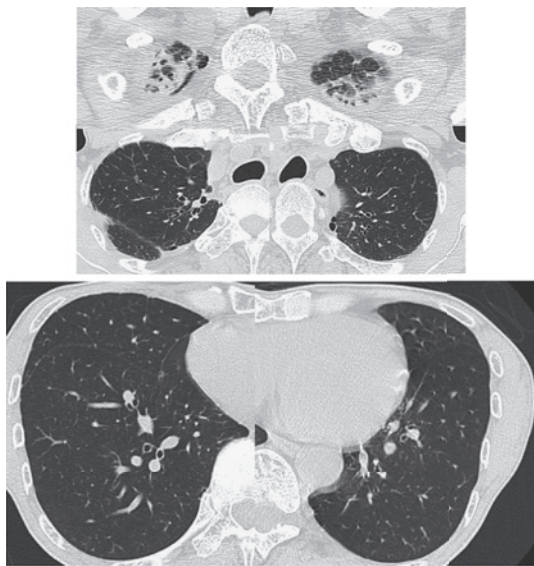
Chest HRCT at the initial visit shows consolidation with many small cysts in bilateral upper lobes, but not in the middle and lower lobes. No honeycombing was observed.
